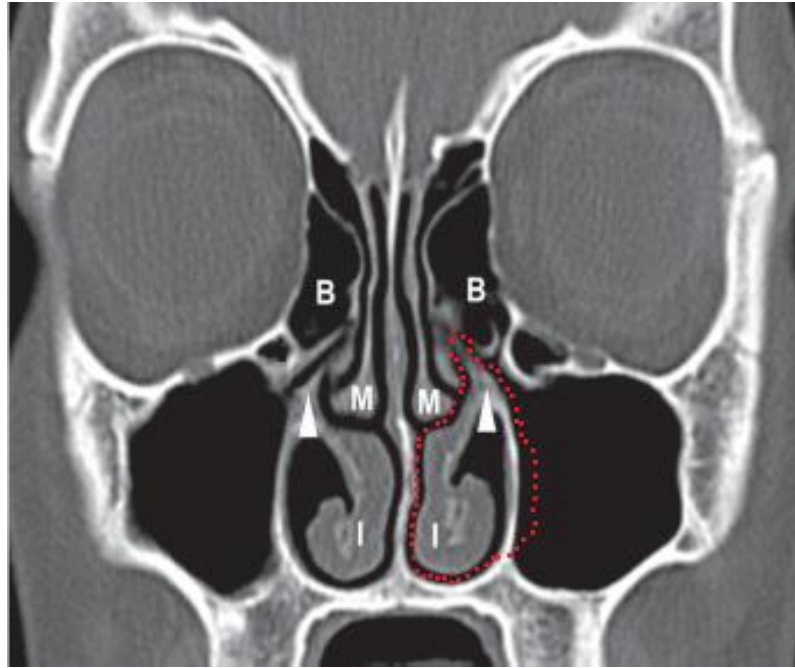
TDM du massif facial en coupe frontale objectivant l'étendue de la maxillectomie médiane (pointillés rouge) [4]
